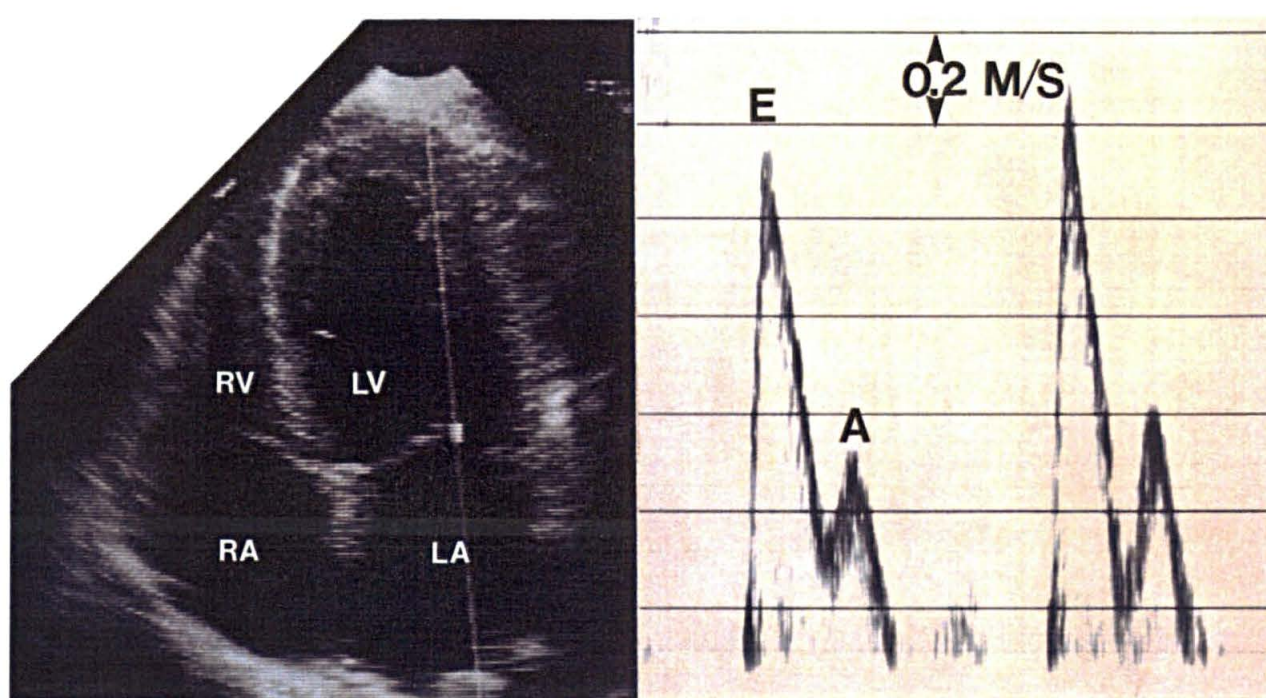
Posicionamento da amostra de volume do Doppler na valva mitral
